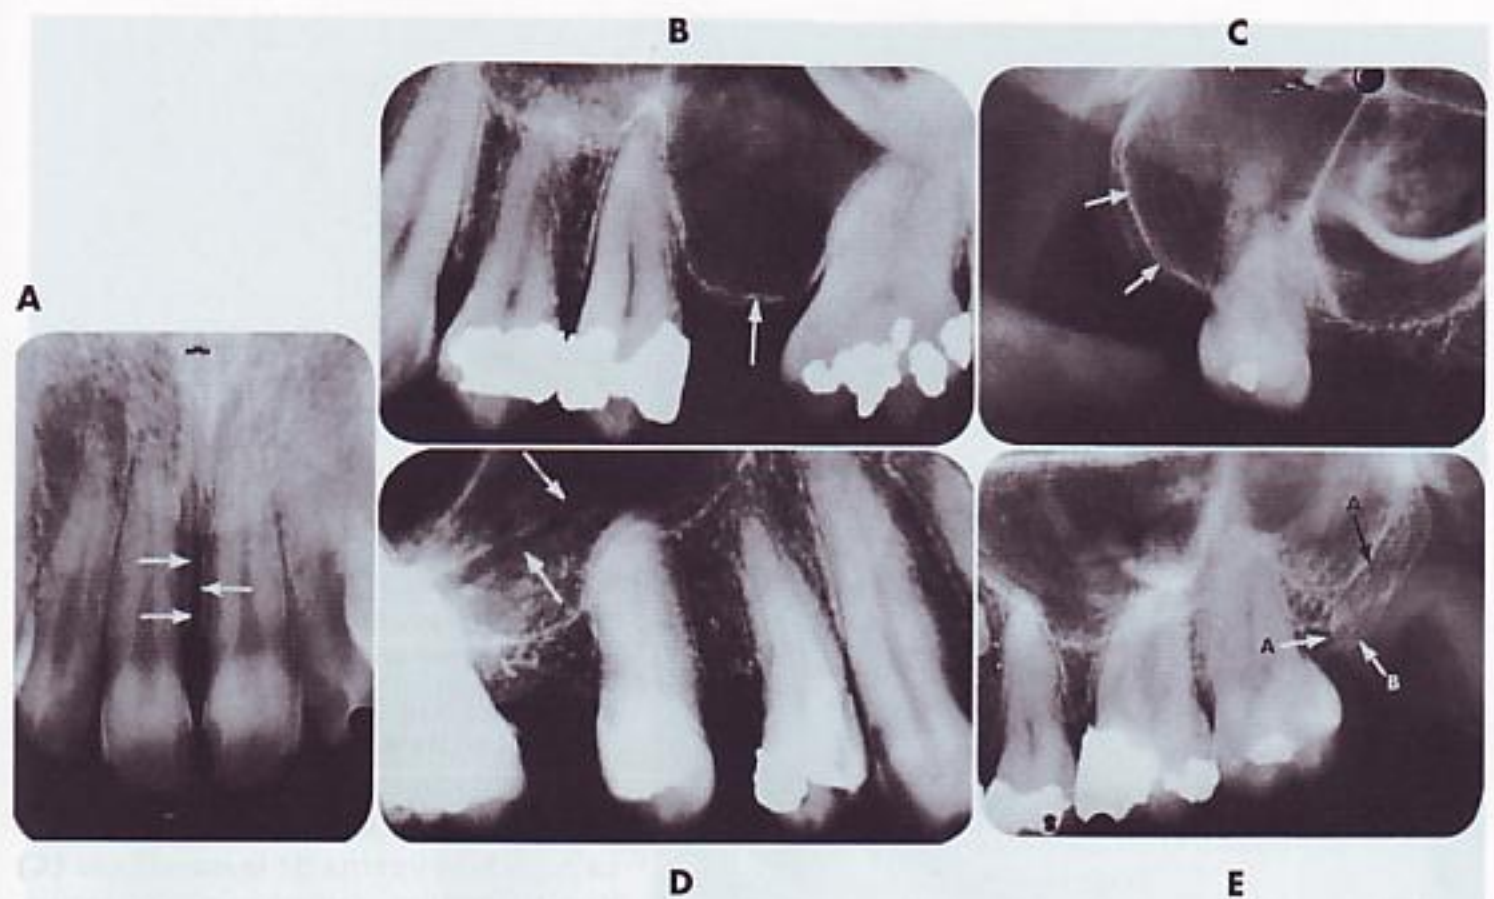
II A, radiografía de la sutura palatina media, cuyo aspecto podría interpretarse como una fractura. Las radiografías representan varias extensiones del seno maxilar. B, extensión alveolar. C, extensión en la tuberosidad. D, aquí se ve el conducto de una arteria alveolar superior. E, superposición típica de la apófisis coronoides: (A) de la mandíbula sobre la tuberosidad, (B) del maxilar. (De McCauley HB: Anatomic characteristics important in radiodontic interpretation, *Dent Radiogr Photogr* 18:1, 1945.)
